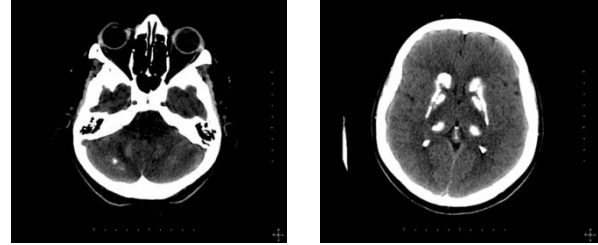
Vaka 1'de Beyin BT'de intrakranial kalsifikasyonlar
